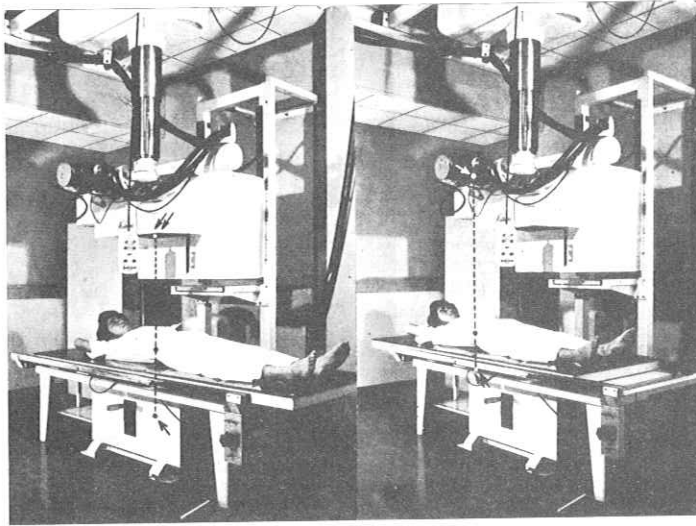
Das Gerät für vierfache Vergrößerungsaufnahmen. A Verwendung der Röntgenröhre für Vergrößerungsaufnahme (✓). Kassette für Serienaufnahme (✓/✓). B Normalaufnahme der gleichen Stelle des Körpers wie bei Aufnahme A. Röntgenröhre für Normalaufnahme (✓). Kassette (✓/✓)
